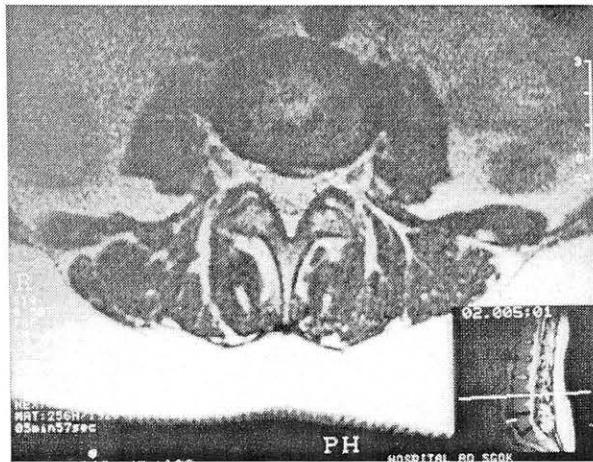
Протрузия L3—4 диска.
